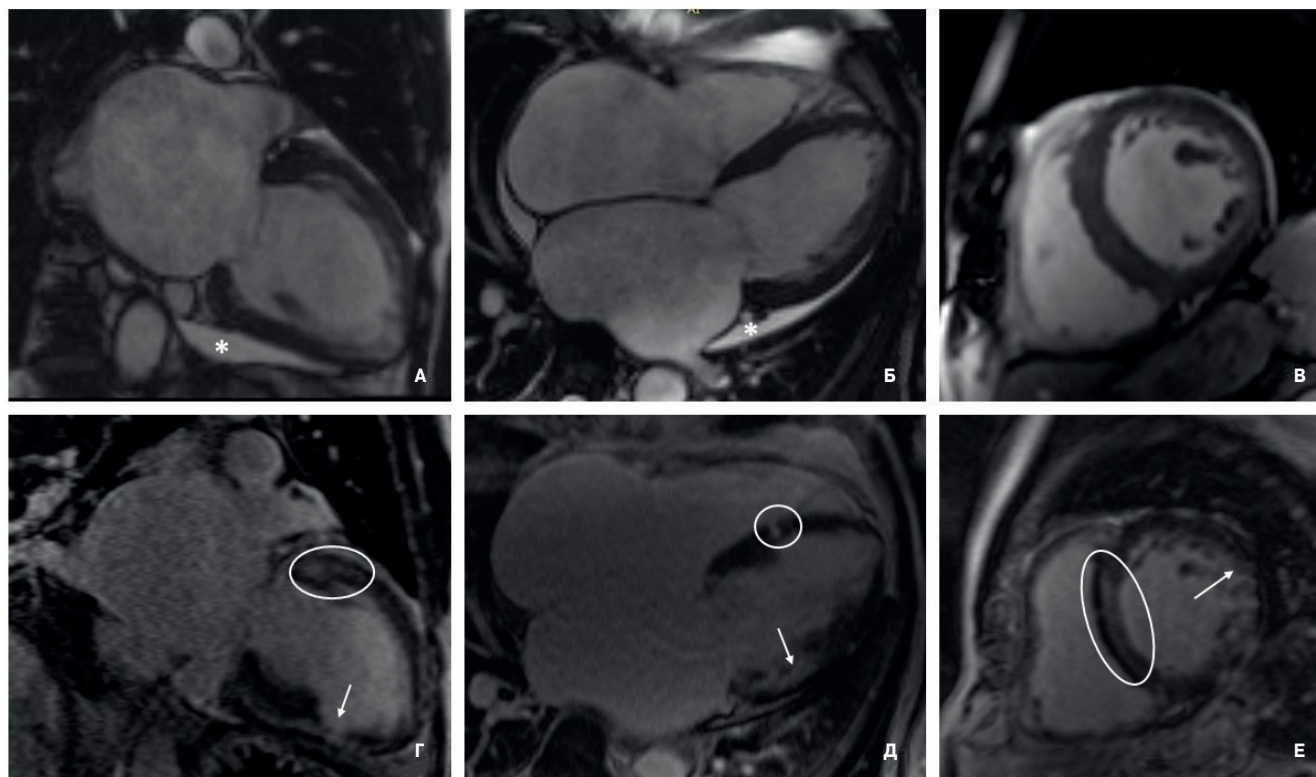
МРТ сердца отца пробанда в кино-режиме, SSFP-последовательность:
